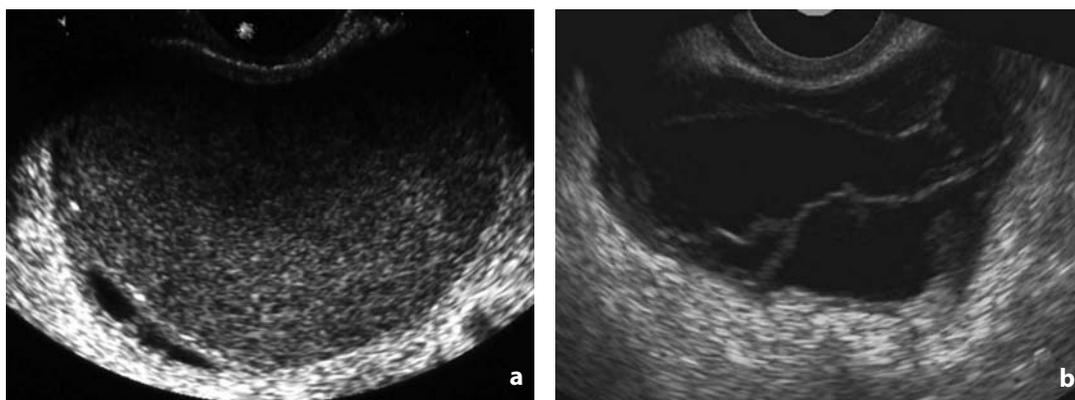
Endometrioma. Ecografia transvaginale. a Tipico endometrioma ovarico con fini echi all'interno. b Lesione di aspetto meno frequente con pareti spesse e sepimentazioni. c Forma rara di massa complessa con componente solida parietale (freccia) e pareti spesse. Al color-Doppler riconoscibile vascolarizzazione periferica
